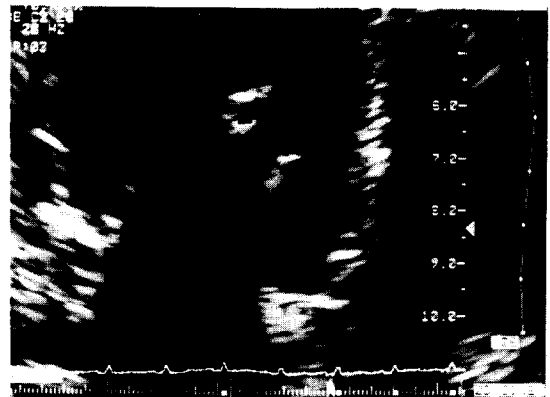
Echocardiogram shows flail movement of anterior leaflet of mitral valve (arrow) (Case 3).
